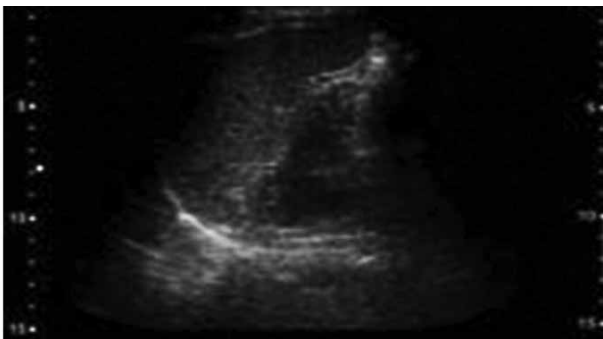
USG FAST Normal
